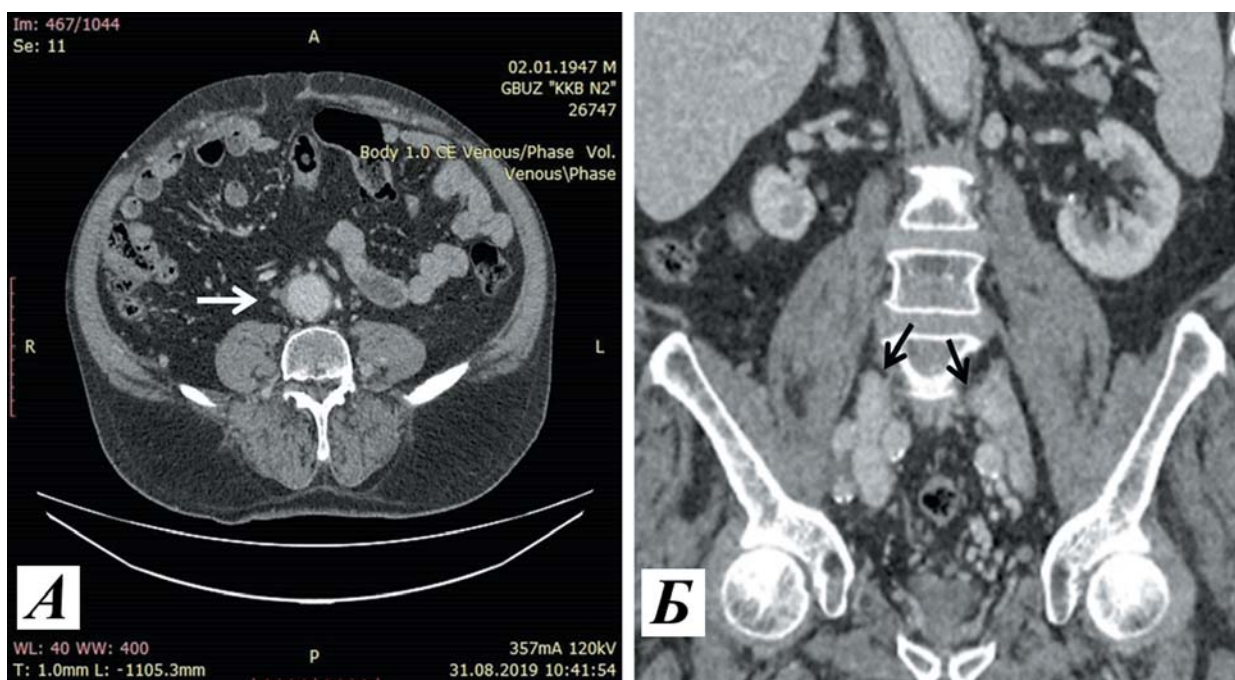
КТ-ангиограмма. А — окклюзия нижней полой вены (стрелкой указано отсутствие контрастирования нижней полой вены); Б — окклюзия обеих общих подвздошных вен (указаны стрелками).
